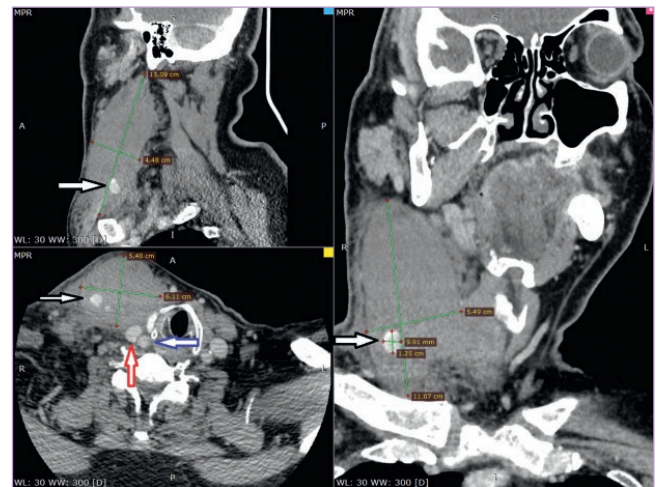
КТ-ангиография шеи. Черная стрелка — гиперваскулярный фокус (область активно кровоточащей артерии). Красная стрелка — яремная вена, справа. Синяя стрелка — общая сонная артерия
